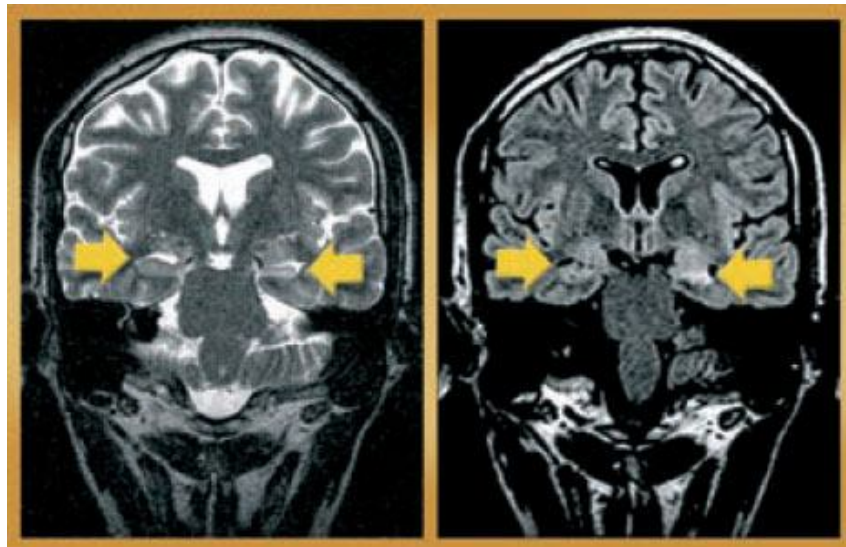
Achado de RM compatível com esclerose mesial temporal esquerda, em exame de indivíduo com epilepsia do lobo temporal. Observe que o hipocampo esquerdo é menor e exibe sinal mais hiperintenso (brilhante) que o direito.
